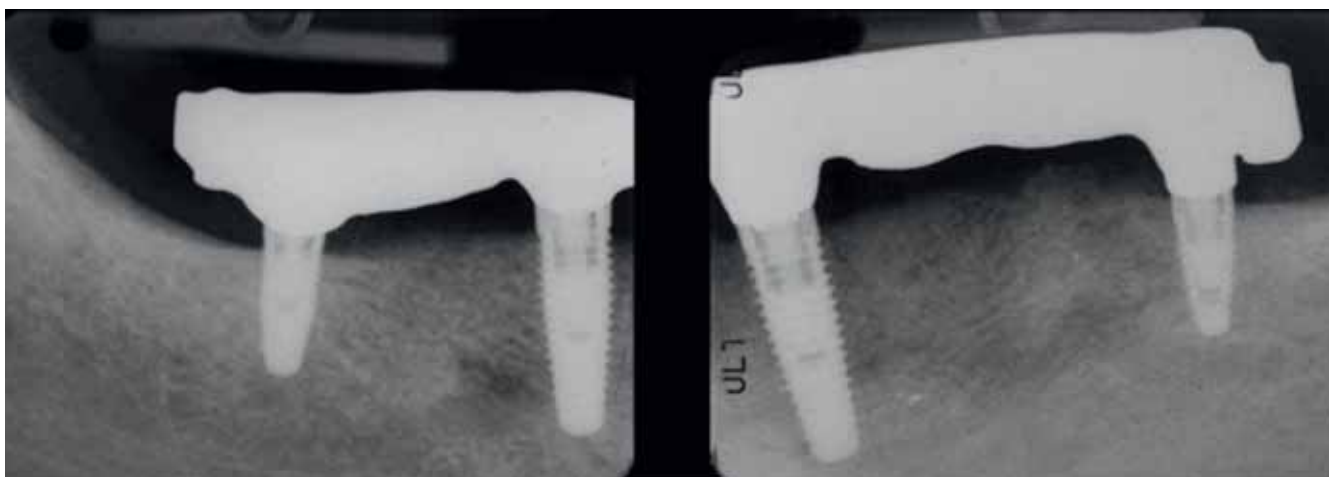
Kontrollröntgen nach Behandlungsschluss
